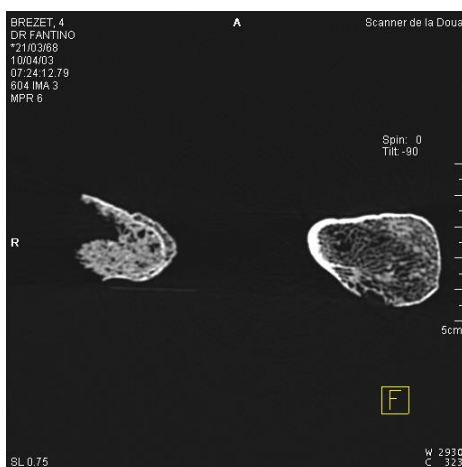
coupe axiale TDM des cols fémoraux
